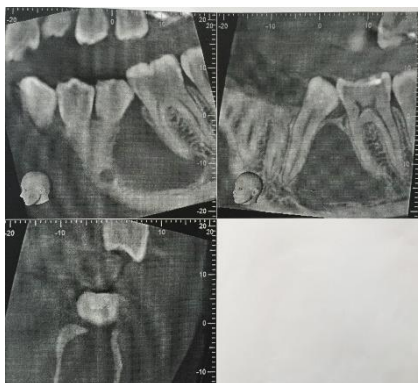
Computed Tomography (CT) Scan of the patient before the treatment.
